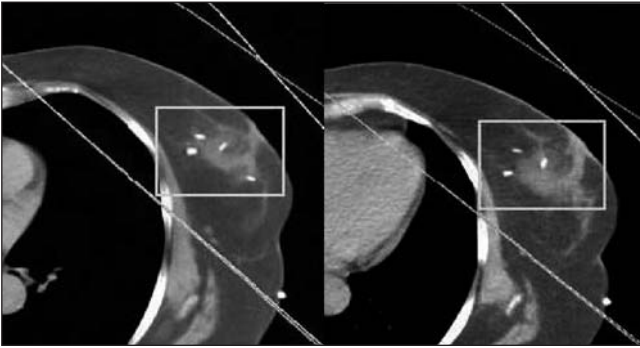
En la imagen de la izquierda podemos ver un corte de TAC en el que se representan los haces de irradiación en un tratamiento con respiración libre, parte del corazón queda incluida dentro del área de irradiación. En la imagen de la derecha la misma paciente con dispositivo ABC, al bloquear el movimiento respiratorio en inspiración forzada logramos separar el corazón de la pared costal.
